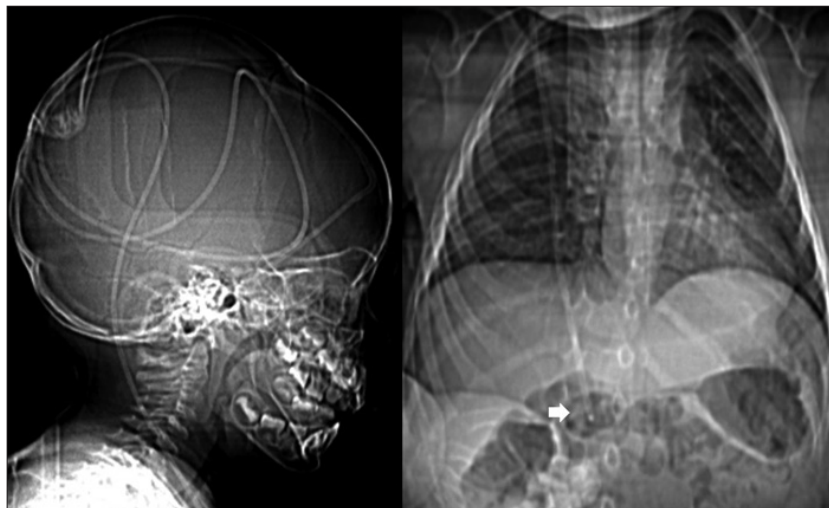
Radiografía de trayecto valvular. En la proyección lateral de cráneo (izquierda) se aprecia sistema derivativo intracraneal. En la proyección torácica PA (derecha) se aprecia la punta del catéter distal (flecha blanca) ascendida a nivel de la pared abdominal y completamente fuera de la cavidad peritoneal.
